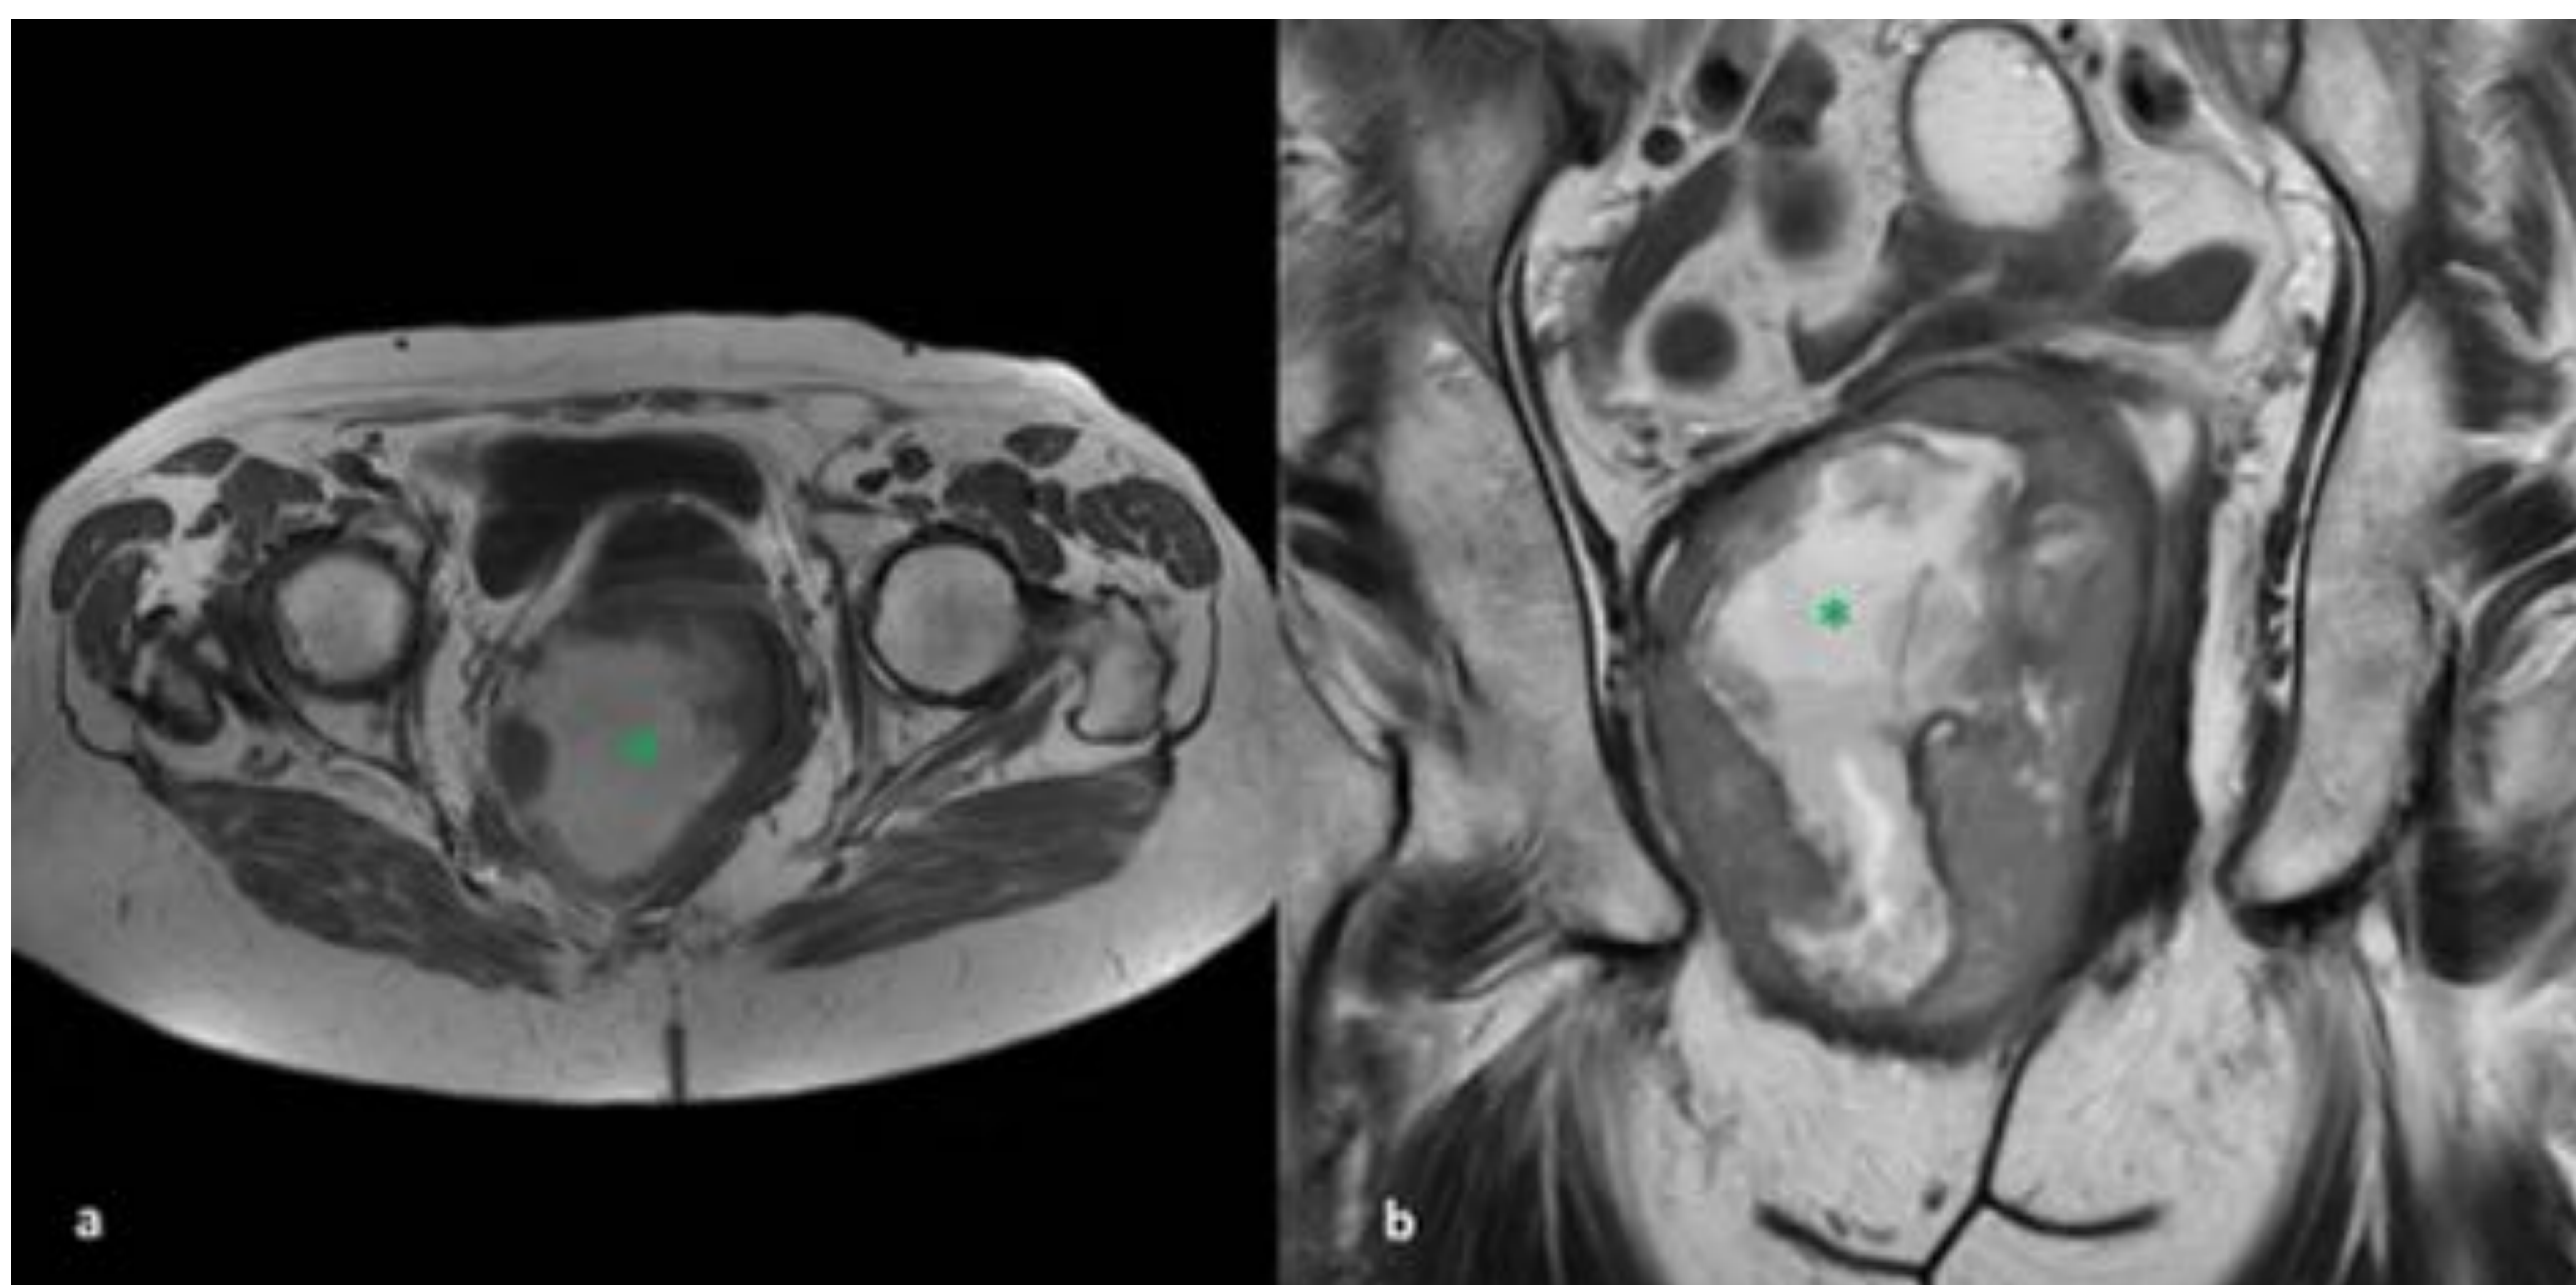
GIST rectal. Secuencias de RM potenciadas en T1 en el plano axial (a) y T2 coronal (b) que muestran gran masa exofítica de señal heterogénea, con área extensa de necrosis central (asterisco) que muestra alta señal en T1 que sugiere contenido hemorrágico. Se observa luz rectal desplazada lateralmente en plano coronal.
